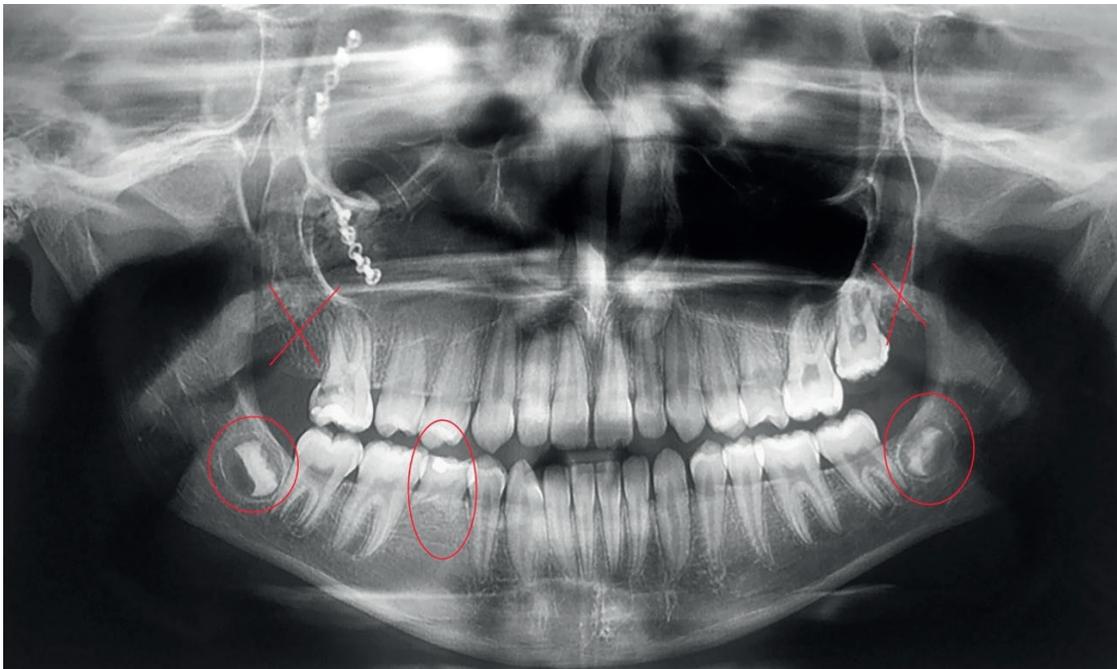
Radiografia panorâmica de paciente do gênero feminino (12 anos e 8 meses de idade, com agenesia de terceiros molares superiores e desenvolvimento tardio dos terceiros molares inferiores. Fonte: Os autores.
